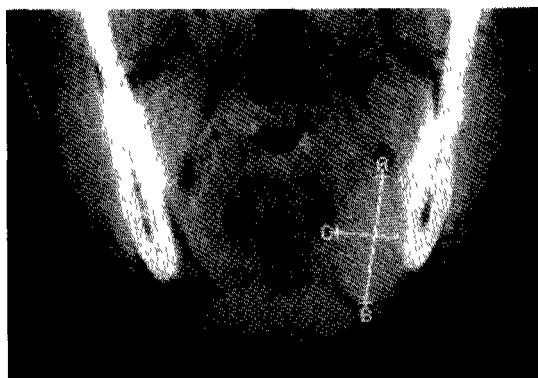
Coronal CT Scan. 좌측 악하선 부위에 주위 조직과 잘 경계지어진 계란형의 종괴가 확인됨.
